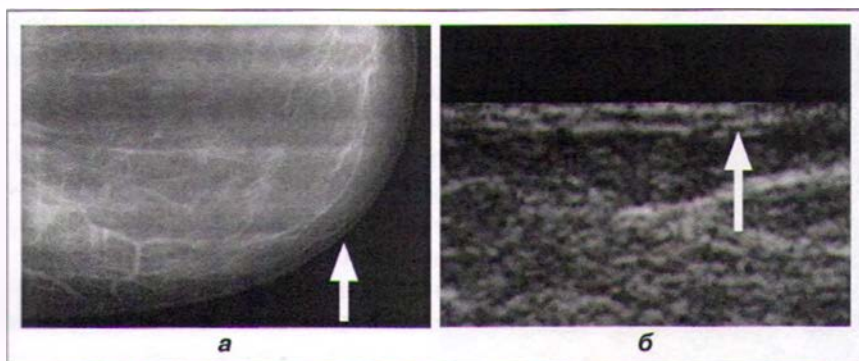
Рентгено- и эхографические изображения кожи МЖ: а – фрагмент маммограммы; б – фрагмент эхограммы (кожа указана стрелками; описание в тексте)
